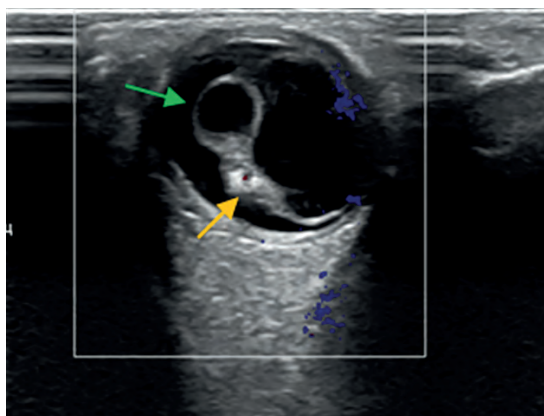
УЗИ правого глаза, девочка А., 3 года. Сетчатка тотально отслоена, повышенной эхогенности, неравномерно утолщена (оранжевая стрелка), в ее толще анэхогенное образование (зеленая стрелка)
